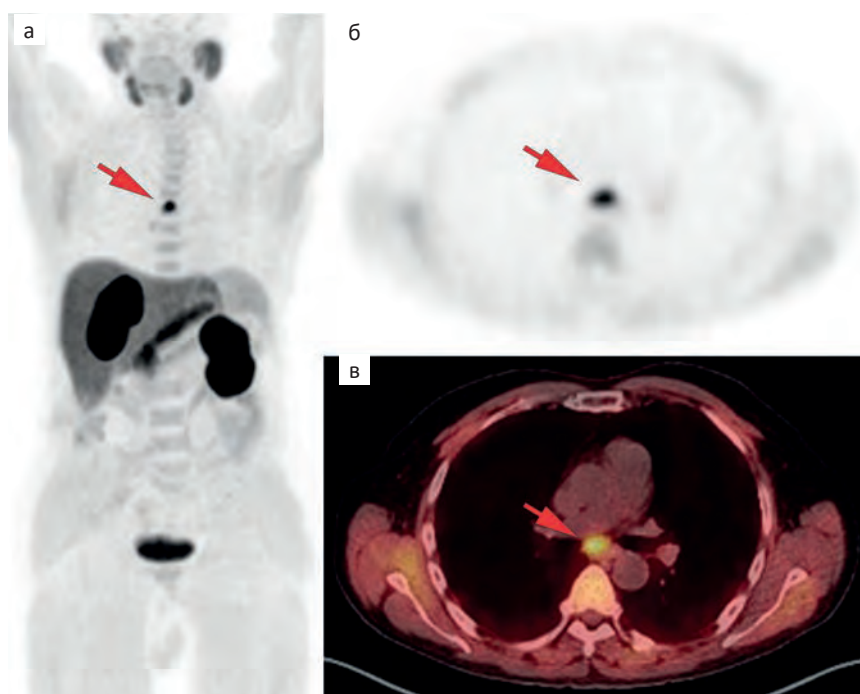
ПЭТ/КТ всего тела с ^{18}F -холином. На МIP-проекции ПЭТ (а) и аксиальных проекциях ПЭТ (б) и ПЭТ/КТ (в) отмечается гиперфиксация ^{18}F -холином в одиночном субкаринальном лимфоузле (красные стрелки) с $\text{SUV}_{\text{max}} = 10,61$. Размеры лимфоузла 13×8 мм. В других исследованных отделах очаги гиперфиксации РФП не выявлены
